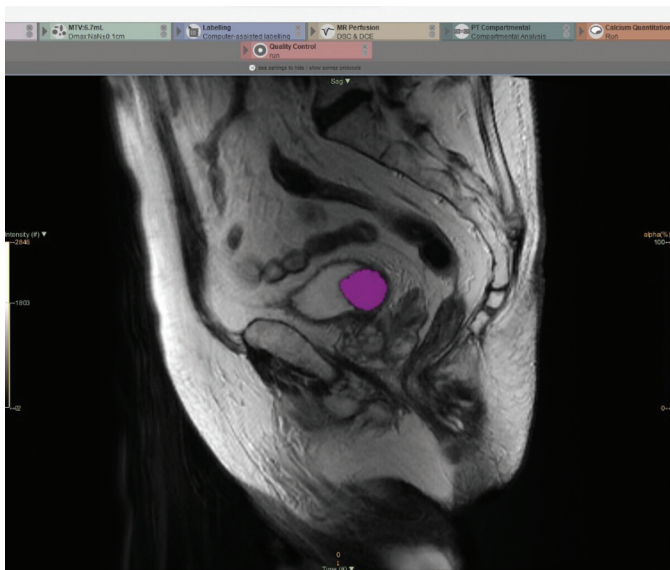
Магнитно-резонансная томограмма: экзофитная опухоль мочевого пузыря, T2-ВИ, сагиттальная плоскость, сегментация всего объема образования (3D-ROI)
